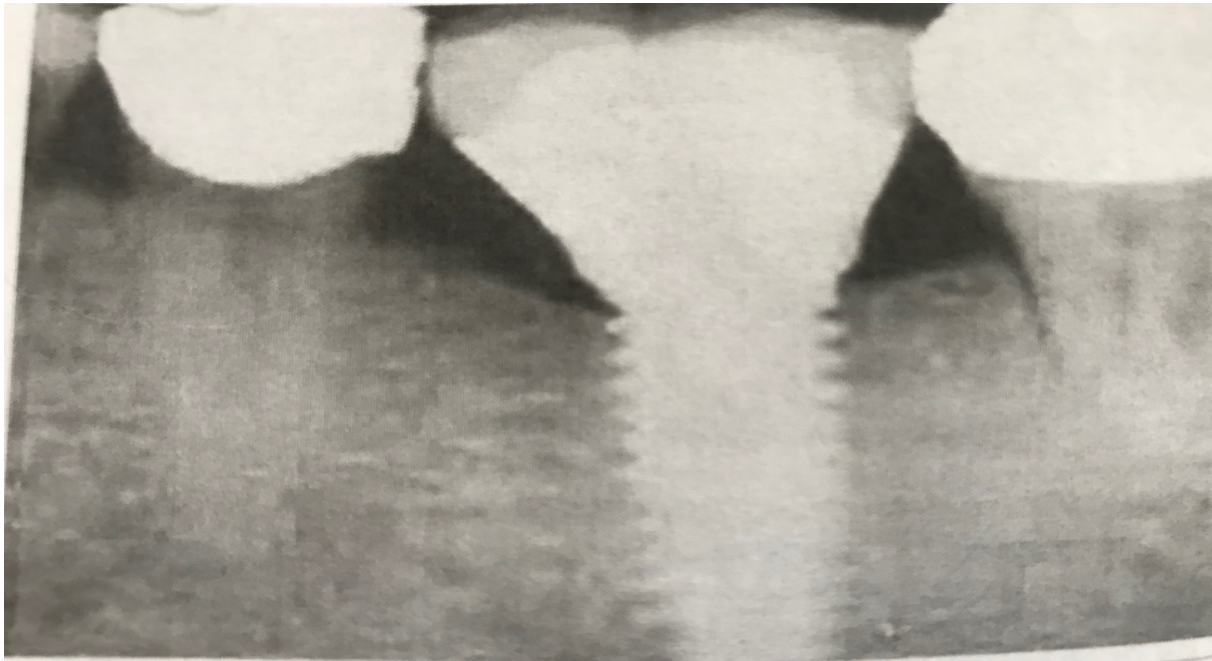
Пацієнтка Т., 28 років (основна група, ГП I-го ступеня). Прицільна рентгенограма через рік функціонування дентального імплантату 36 зуба.
